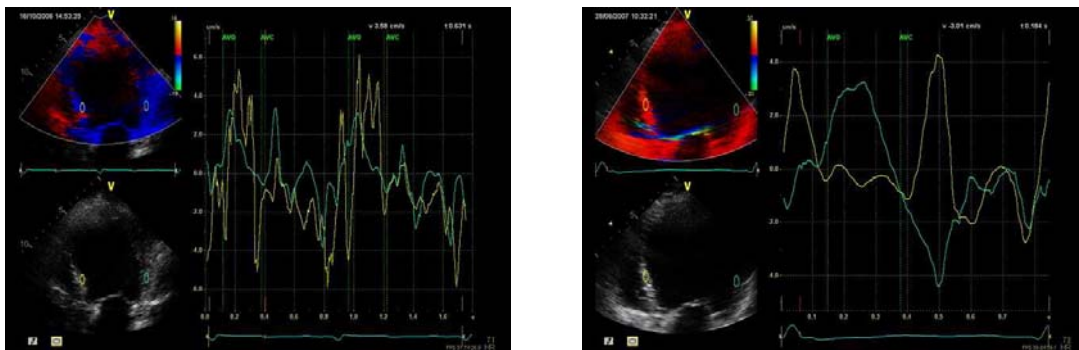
Análisis de asincronía mecánica mediante velocidades tisulares derivadas del Doppler Tisular. La imagen de la izquierda muestra un análisis de velocidades con varios picos sistólicos, dificultando la identificación del pico sistólico correspondiente a la pared septal para determinar el retraso intraventricular. En la imagen de la derecha, se observa una contracción presistólica, sin un pico definido durante la fase sistólica en la traza amarilla correspondiente a la pared septal del ventrículo izquierdo, impidiendo determinar el pico sistólico máximo que nos permita establecer el retraso temporal entre ambas paredes.
